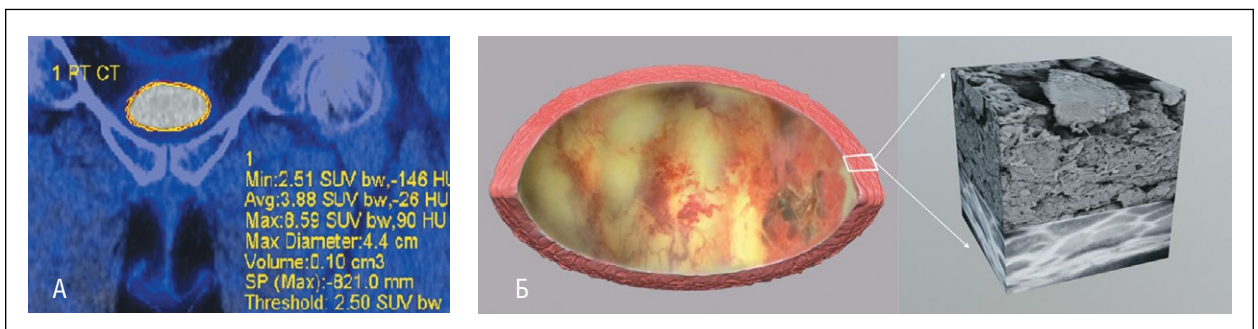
А – ПЭТ/КТ тропность стенки мочевого пузыря к 11С-холину при умеренных воспалительных изменениях. Б – цистоскопическая 3D-реконструкция по данным смотровой цистоскопии и ультраструктурная 3D-реконструкция стенки мочевого пузыря с увеличением в 6000 раз при умеренных изменениях.
